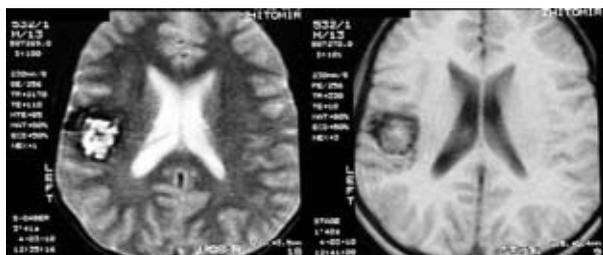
МР-томограмма головного мозга ребенка Х-й А., 7 лет. Кавернома левой височной доли без выраженного перифокального отека и дислокации мозговых структур
